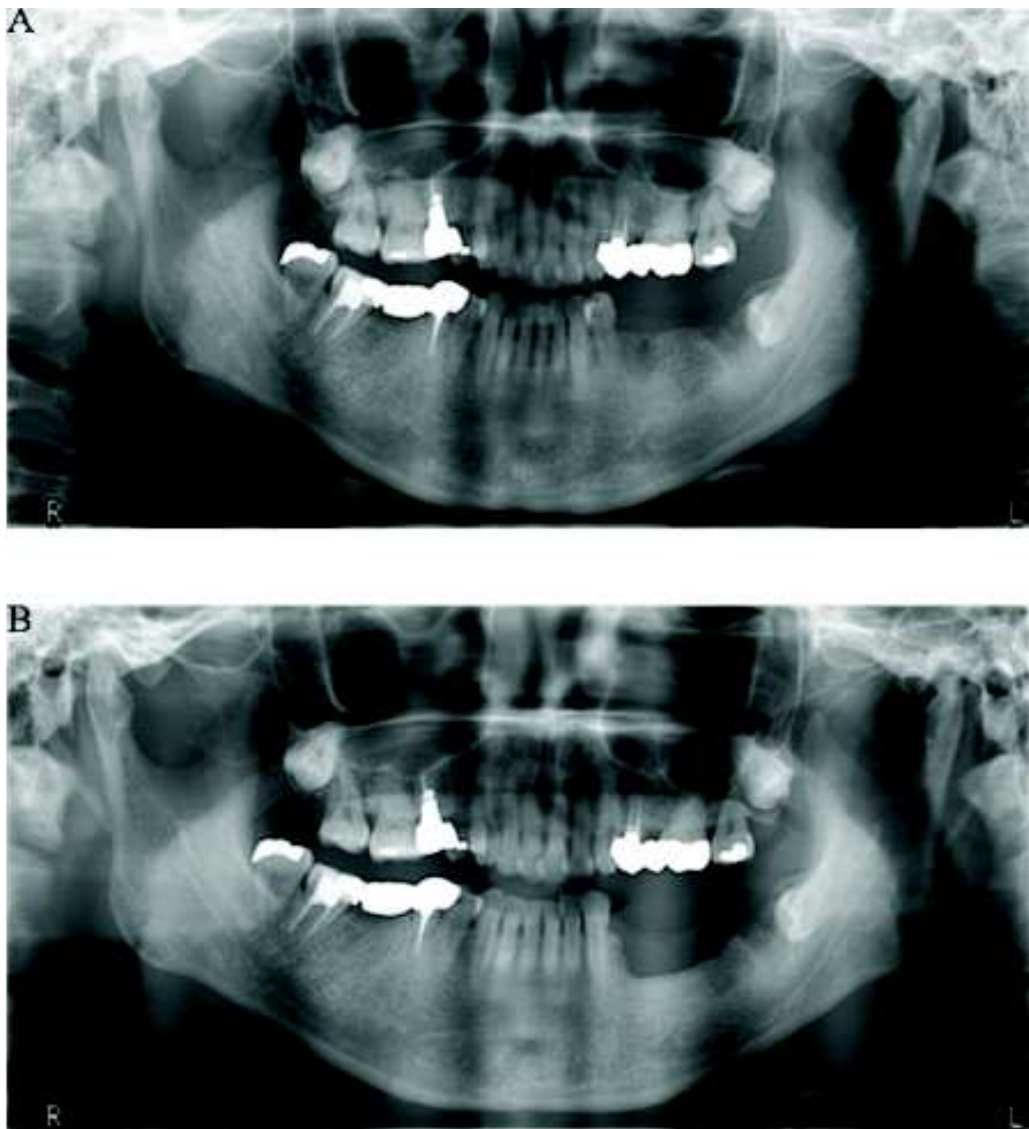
Radiographie panoramique avant et après traitement chirurgical localisé d'une ONM plusieurs mois après extraction de la dent n°35 chez un patient traité par denosumab (A : préopératoire, B : postopératoire)
